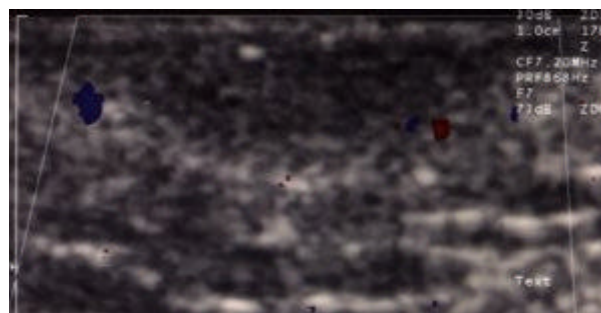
Native (= vor Levovistgabe) frequenzkodierte (= konventionelle) Farbdopplersonographie.
